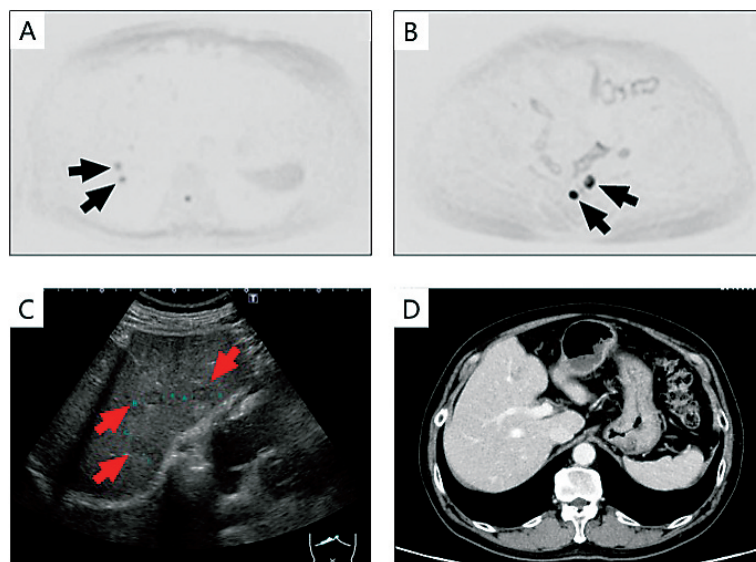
Images of Case 2. (A) DWIBS image, showing two lesions in the liver (arrows) (B) DWIBS image, showing two metastatic lesions of the sacral lymph nodes (arrows). (C) Ultra sound image, showing three lesions in the liver (arrows) diagnosed as liver metastasis by percutaneous biopsy. (D) CT image 4 months before DWIBS, showing no suspected lesion in the liver.
